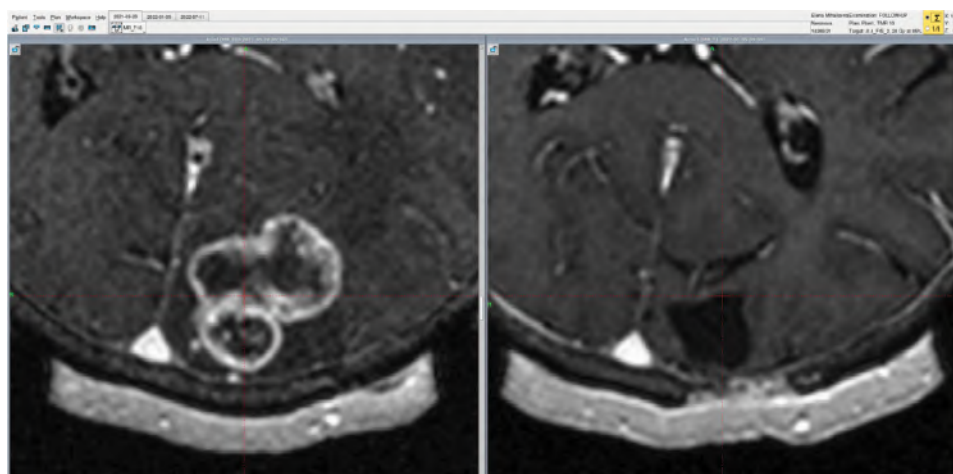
Данные первичного исследования в сентябре 2021 г. и контрольной МРТ ГМ с КУ в апреле 2022 г.
